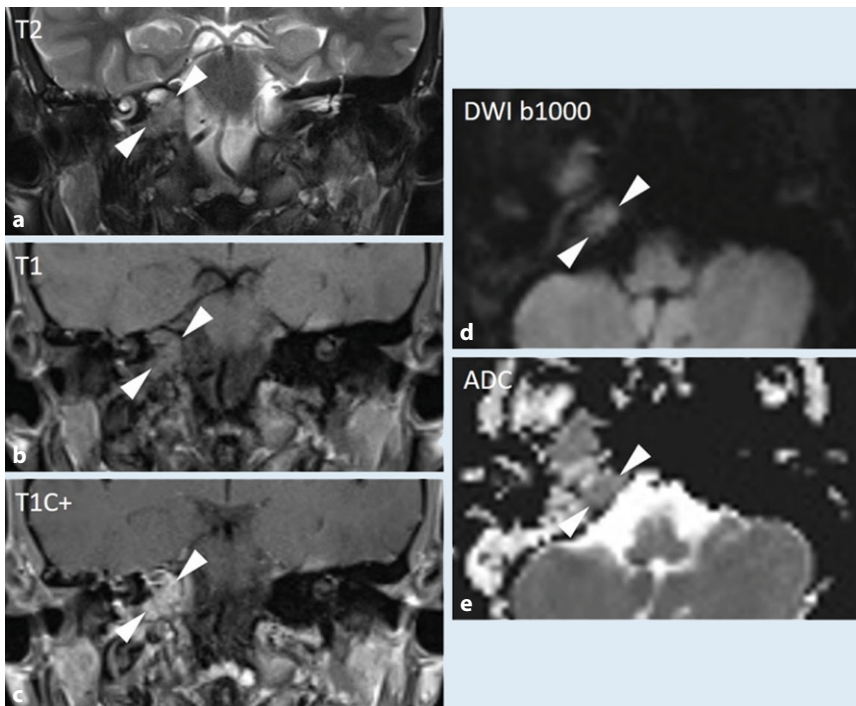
a T2-gewichtet zeigt sich eine geringe Hyperintensität des petrosen Apex mit isointensem Signal in b T1 sowie homogenem Kontrastmittelenhancement in c T1C+. Es besteht keine Diffusionsstörung bei nur geringer Hyperintensität in der d DWI (Folge des T2-Shine-Through-Effekts) und ohne relevanten Abfall der e Apparent Diffusion Coefficient-Werte (ADC).
